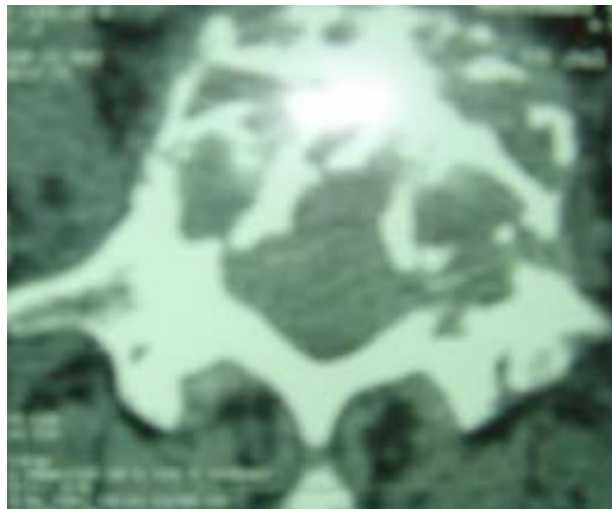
TDM rachidienne en coupe axiale montrant l'aspect en nid d'abeille d'un hémangiome vertébral.[73]
